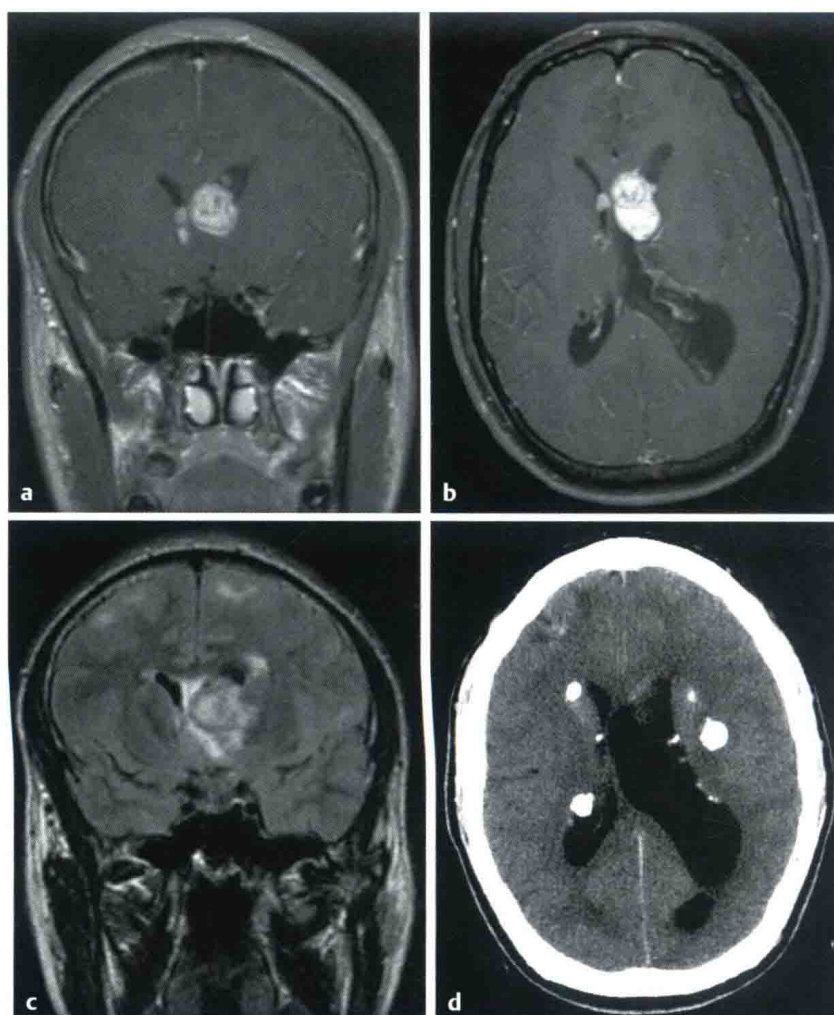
室管膜下巨细胞型星形细胞瘤 冠状位及轴位强化后的 T1 加权 (a、b)、冠状位 FLAIR (c) 和轴位 CT (d) 显示双侧侧脑室室间孔区域多发强化结节。最大的结节以左侧室间孔为中心，向前上延伸到左侧侧脑室额角顶部。左侧侧脑室扩大。多发粗大钙化结节为室管膜下结节。幕上皮质下的病变在 FLAIR 表现为高信号、脑回增厚，与结节一致
